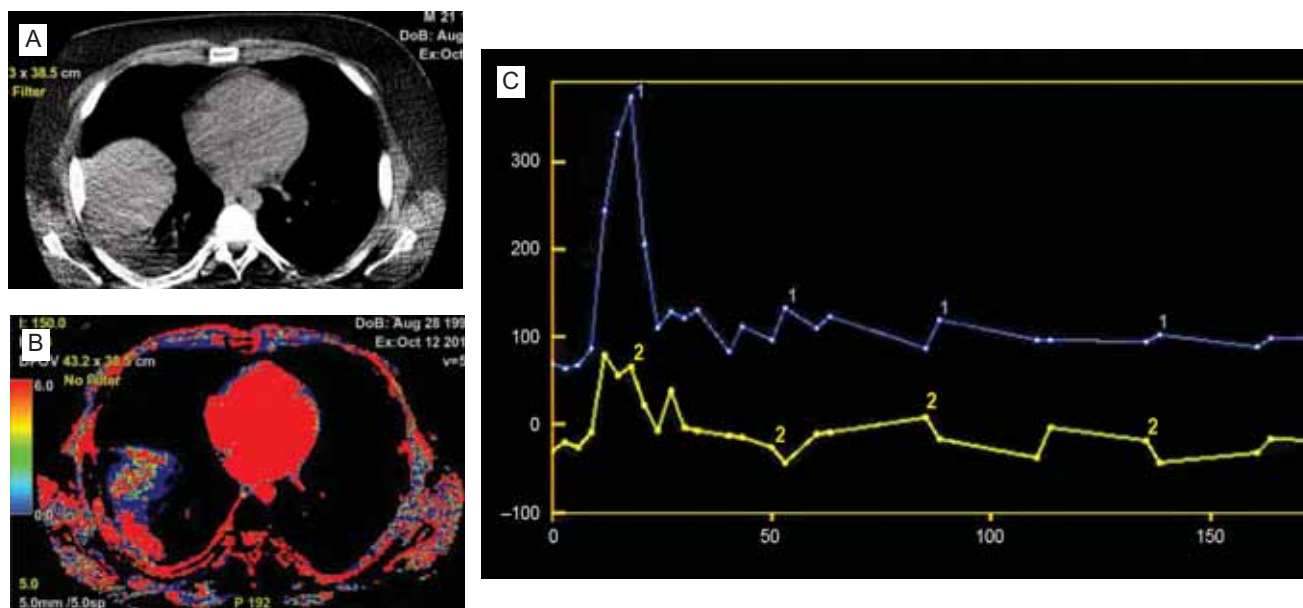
Нижнедолевая правосторонняя плевропневмония: А — компьютерная томография грудной клетки — инфильтрация С6-сегмента правого легкого; В — на перфузионной карте: кривые «плотность / время» в аорте и воспалительном инфильтрате, высокие показатели кровотока, обусловленные воспалительным процессом. Компьютерно-томографический мониторинг — восстановление макроструктуры легочной ткани в С6, отсутствие патологического кровотока (собственное наблюдение авторов)
